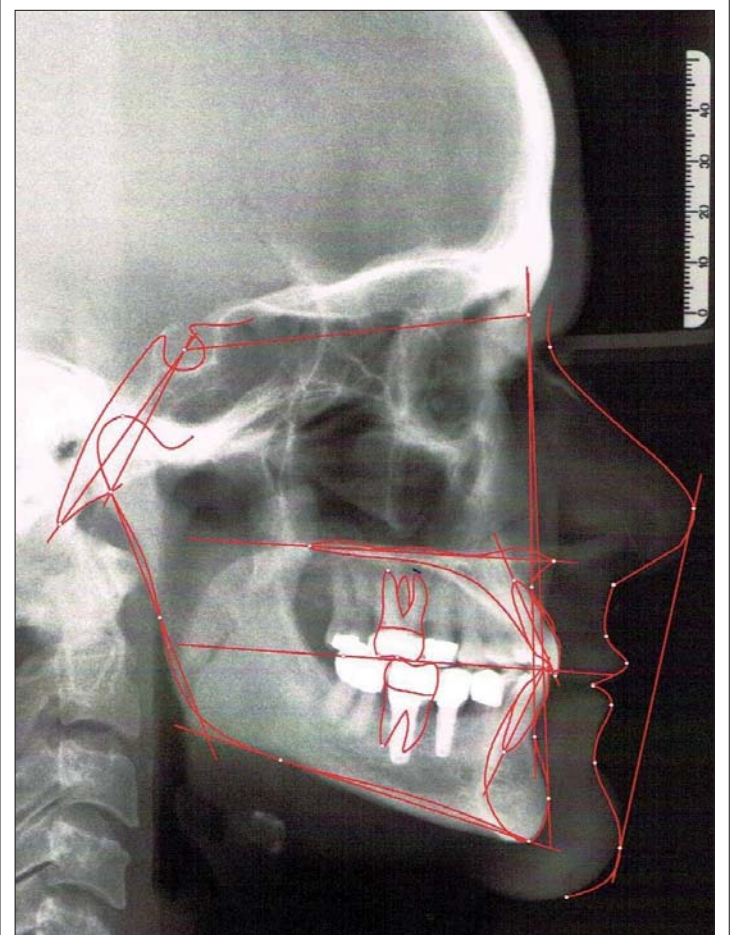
Durchgezeichnete Fernröntgenseitenaufnahme nach Therapie mit deutlicher Reduktion des ANB-Winkels, des WITS-Wertes und der Protrusion der oberen Schneidezähne; fast regelrechte Stellung der unteren Schneidezähne und nahezu physiologischer Interinzisalwinkel. Erhebliche Zunahme des Grundebenen- und Kieferwinkels.
